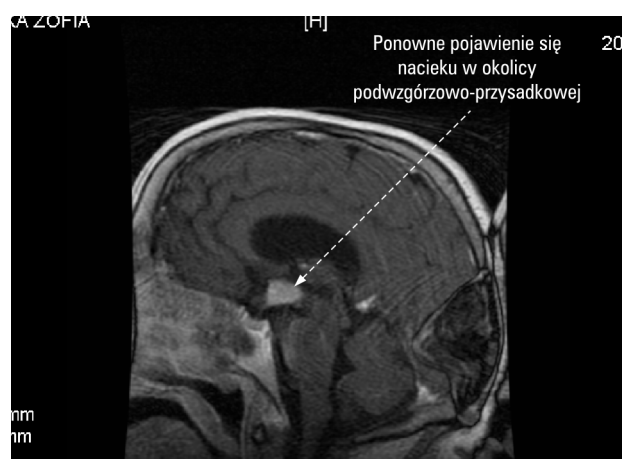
Magnetic resonance imaging scan of the brain after contrast injection after one-month glucocorticoid therapy
